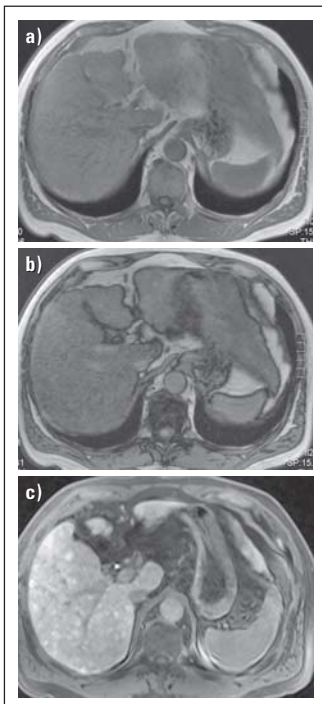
Diagnose von Steatose, Fibrose und Zirrhose. (a) In dem T1-gewichteten MRT-Bild In-Phase zeigt sich ein inhomogenes Signal der Leber, hinweisend auf eine diffuse Parenchymerkrankung. (b) In dem T1-gewichteten MRT-Bild Opposed-Phase zeigt sich ein deutlicher inhomogener Signalabfall der Leber im Vergleich zum In-Phase-Bild als Ausdruck der deutlichen inhomogenen Steatose. (c) Nach Gabe von Gadoxetat zeigt sich eine deutliche inhomogene Kontrastierung der Leber mit fehlenderer hepatobiliärer KM-Aufnahme im Bereich der fibrotischen Septen und eine verstärkte hepatobiliäre KM-Aufnahme im Bereich der Regeneratnoten, im Rahmen der begleitenden starken Leberfibrose/Zirrhose.
